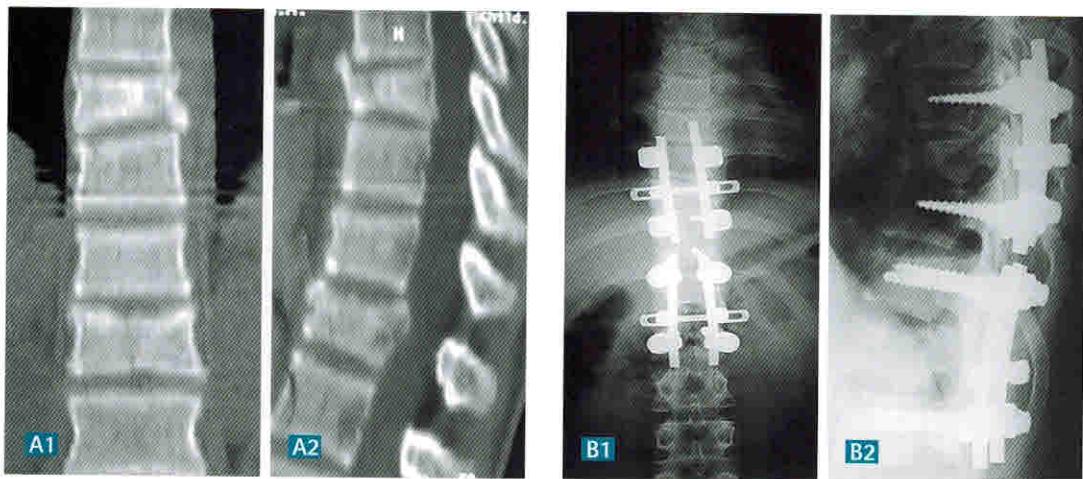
КТ и рентгенограммы пациента А., 15 лет.
